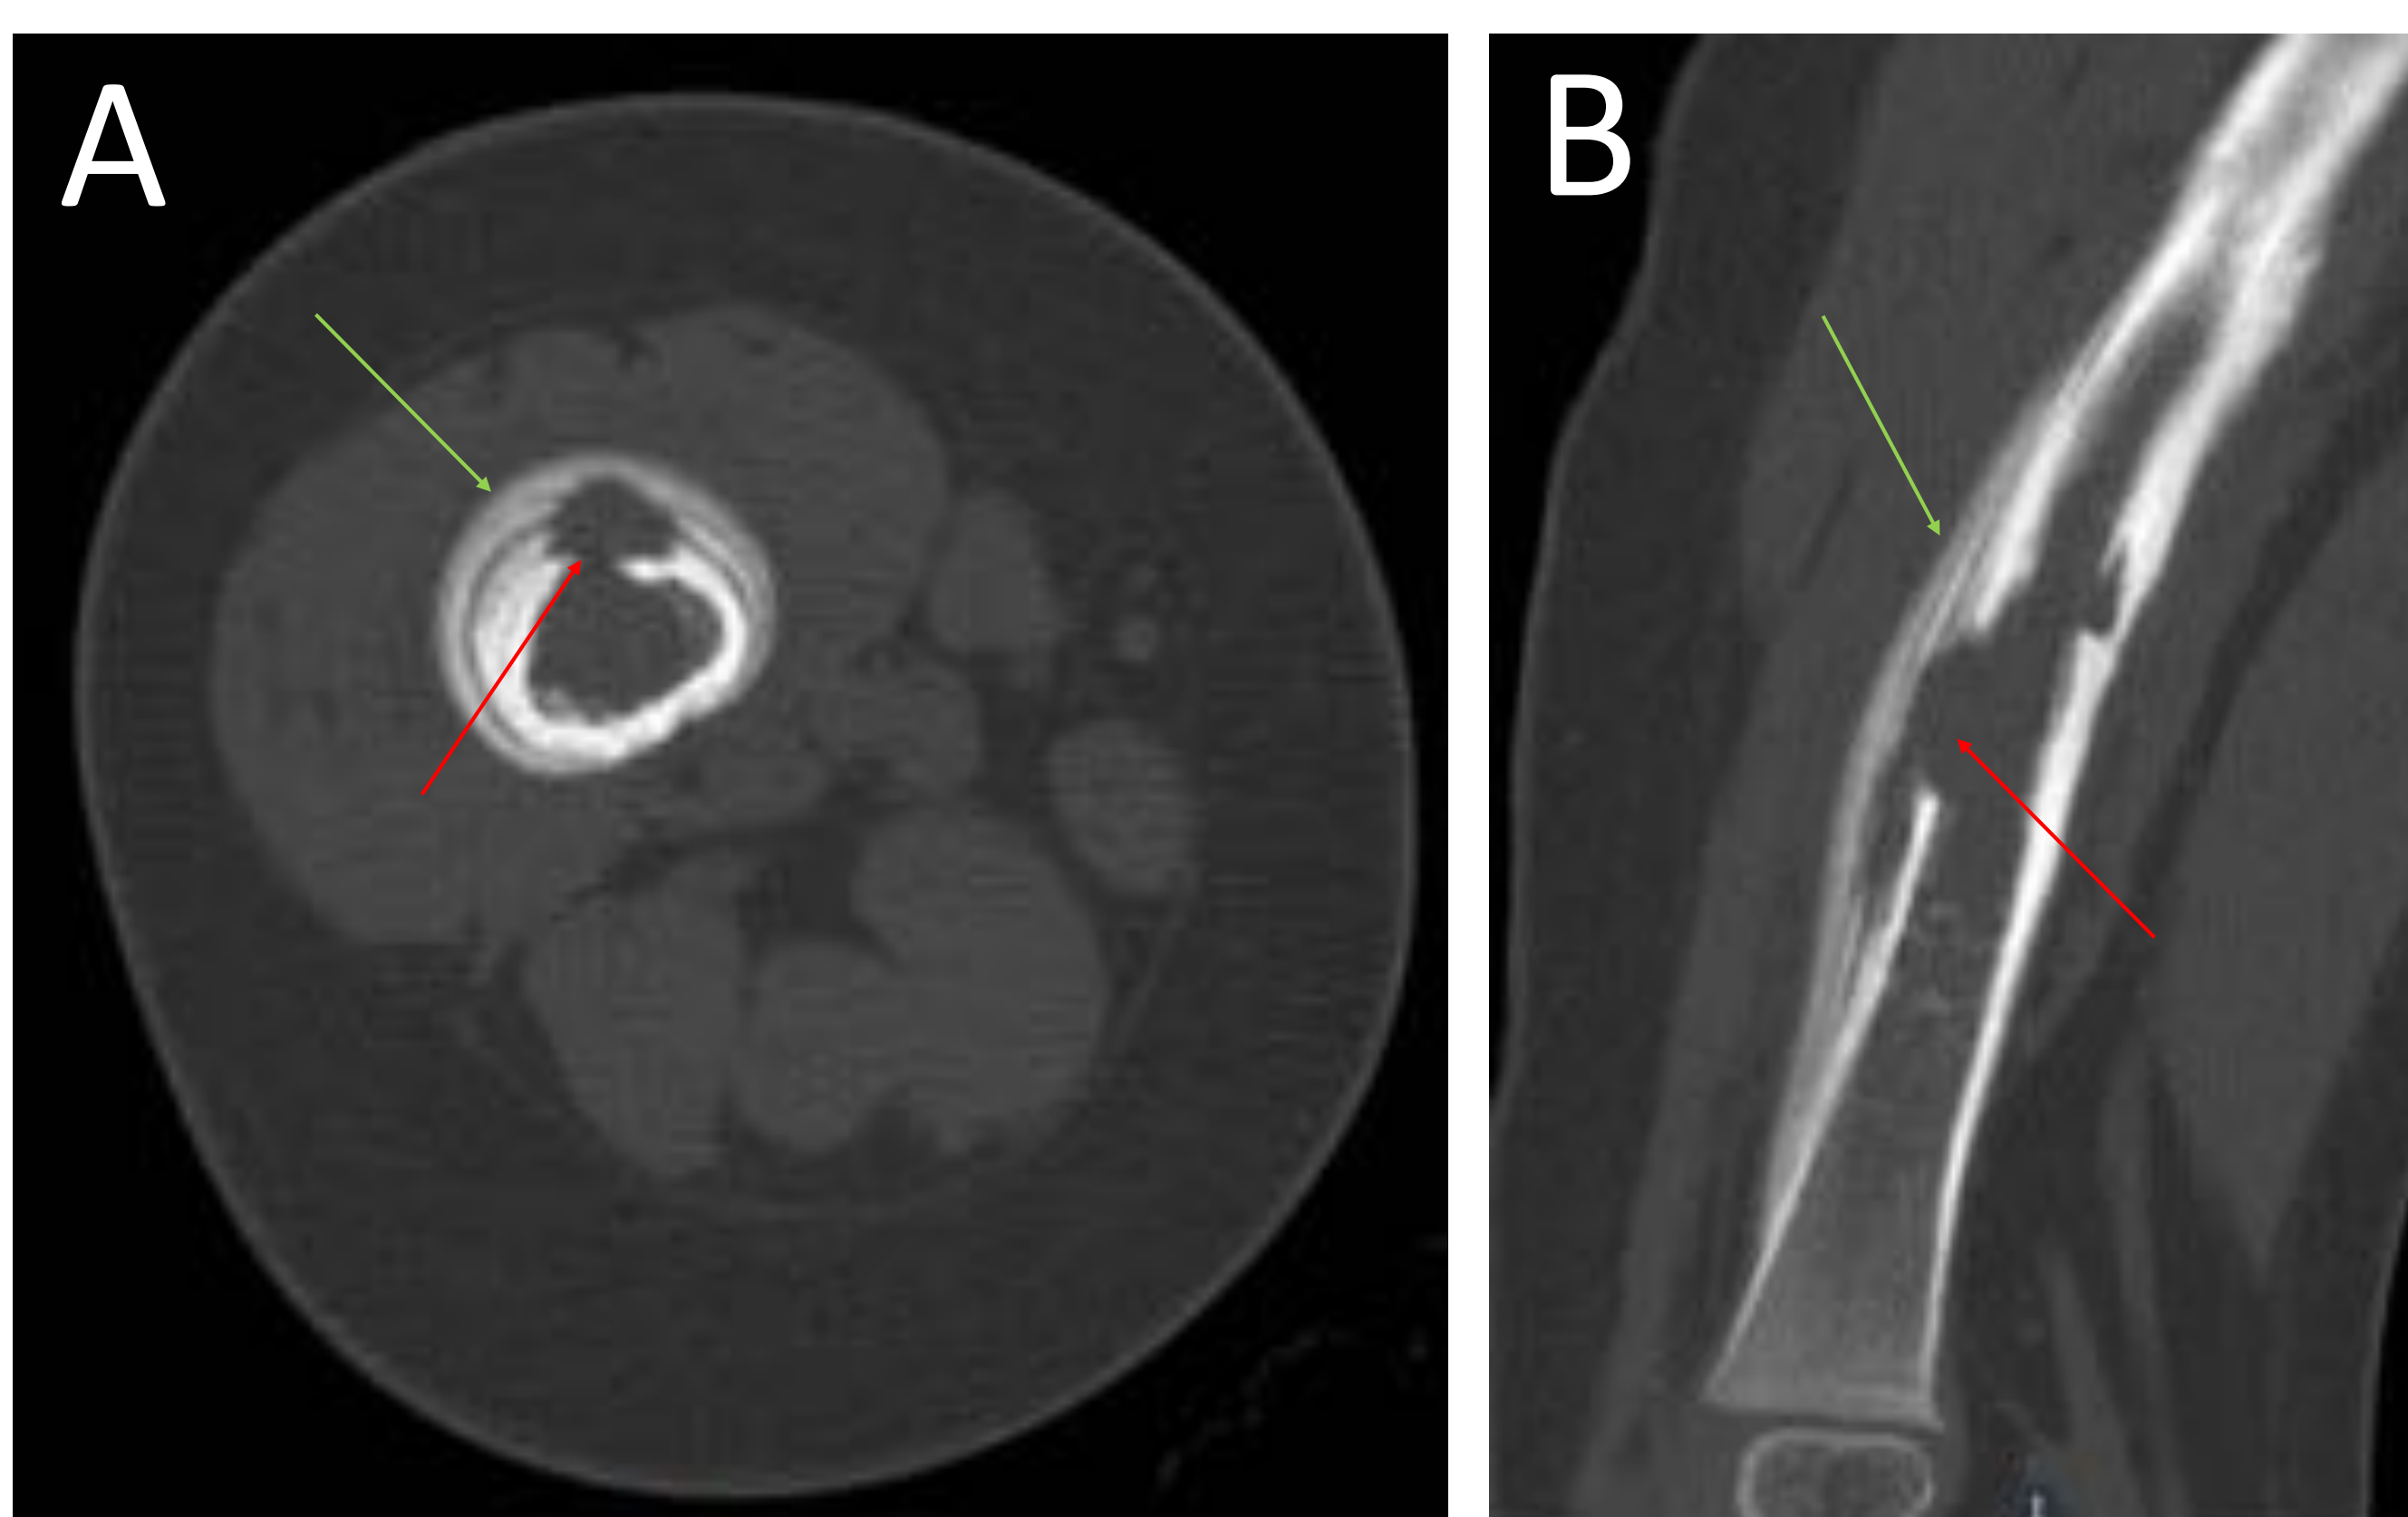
TC axial (A) y MPR sagital (B) con ventana ósea de diáfisis femoral.
